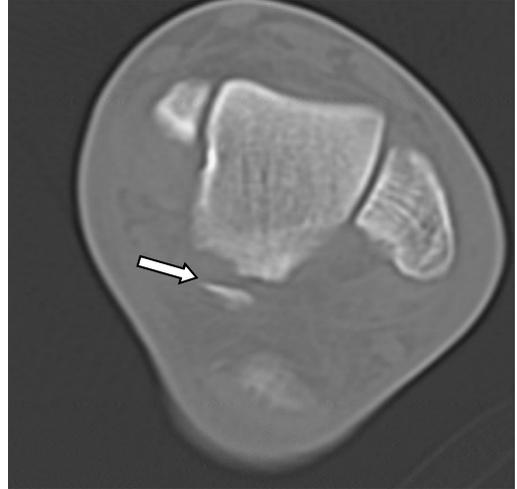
Preoperative CT showing fracture of the medial tubercle of talar posterior process.
